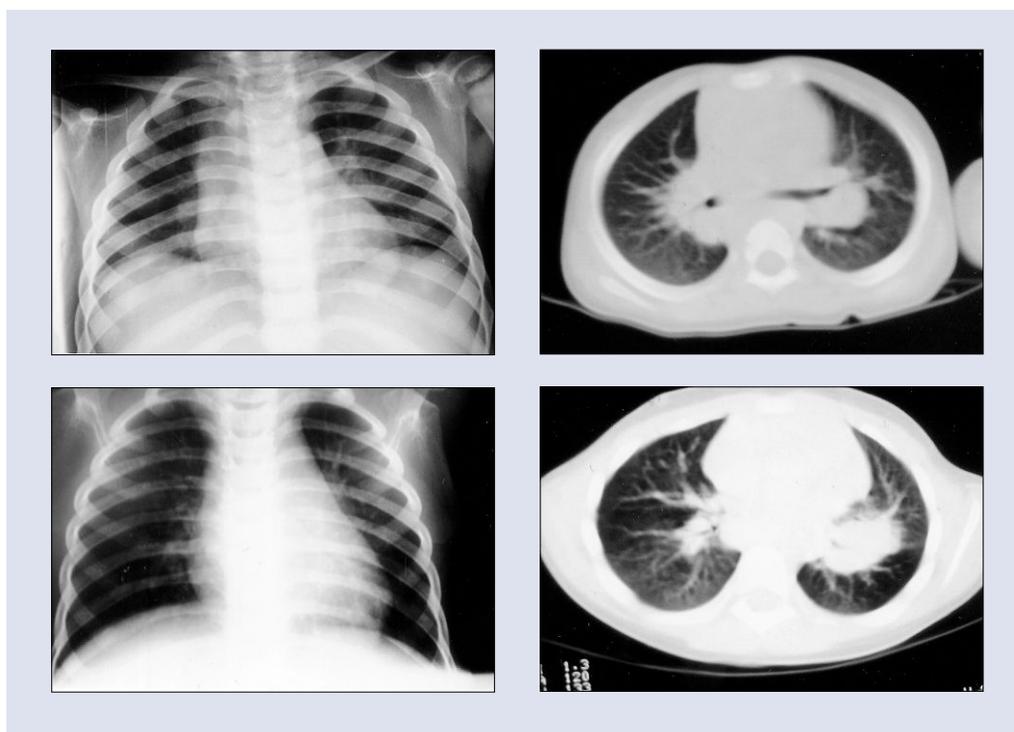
Imágenes de 2 casos, en las que se puede comprobar cómo con la tomografía computarizada las adenopatías biliares, paratraqueales y paravertebrales aparecen más definidas que en las radiografías convencionales, en especial en el caso de las imágenes inferiores.
